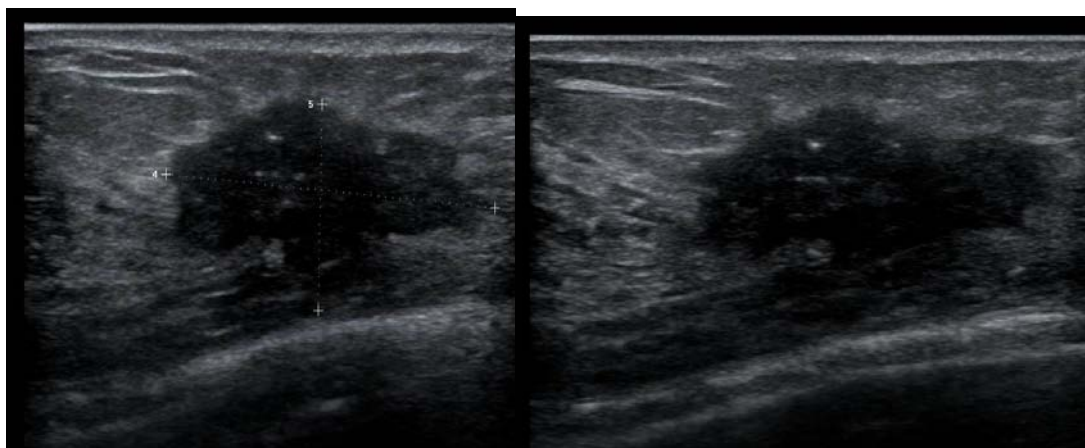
femme de 61 ans, suivis pour CCI de seins gauche, à l'échographie de contrôle : lésion en regard de la cicatrice opératoire, de contours irréguliers, hypoéchogène hétérogène siège de calcifications classée ACR 4, évoquant en premier une récive.
